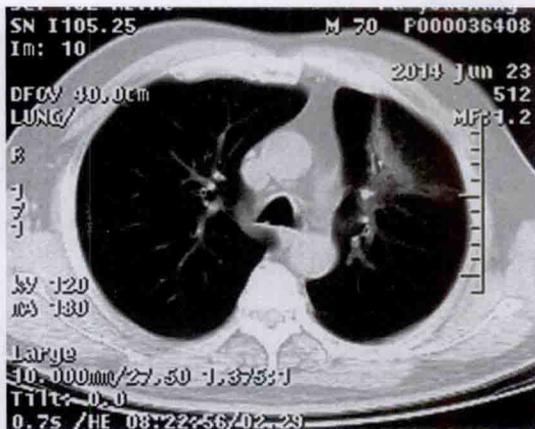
放疗后 30 个月胸部 CT(肺窗)
